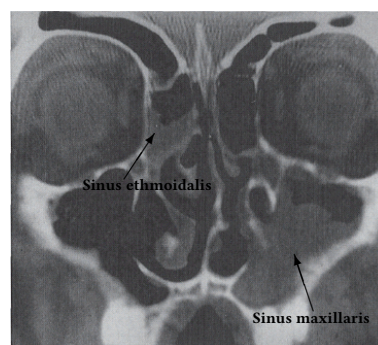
Computertomografie Sinusitis maxillaris. Koronares CT-Bild eines Patienten mit Verschattungen im Bereich des linken Sinus maxillaris und der rechten Cellulae ethmoidales (modifiziert nach Zinreich 2004).
